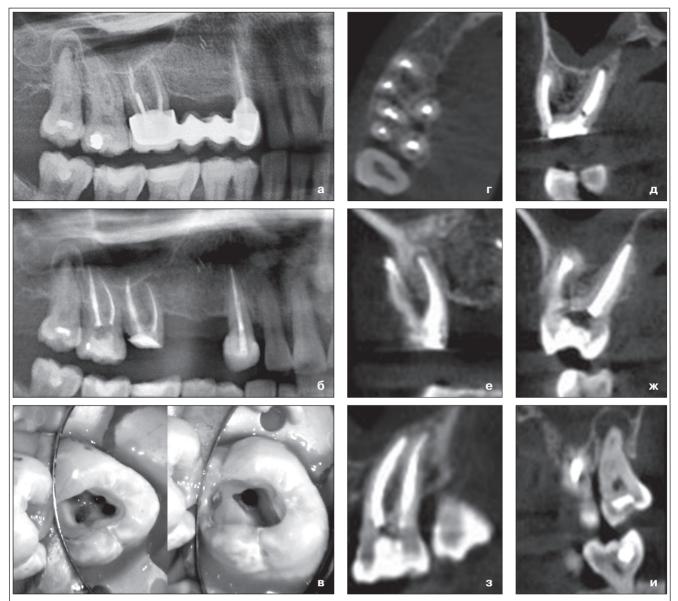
Пациент К., 46 лет, хронический периодонтит зубов 1.6 и 1.7, радикулярная киста зуба 1.8: а) фрагмент ортопантомограммы до лечения. В зубе 1.6 имеются признаки расширения периодонтальной щели в области корней, неплотная обтурация корневых каналов, в небном корне зафиксирован анкерный штифт, в дистально-щечном — стекловолоконный штифт. Зуб 1.7 — признаки расширения периодонтальной щели в области корней. В зубе 1.8 определяются признаки разряжения костной ткани в области верхушек корней;
